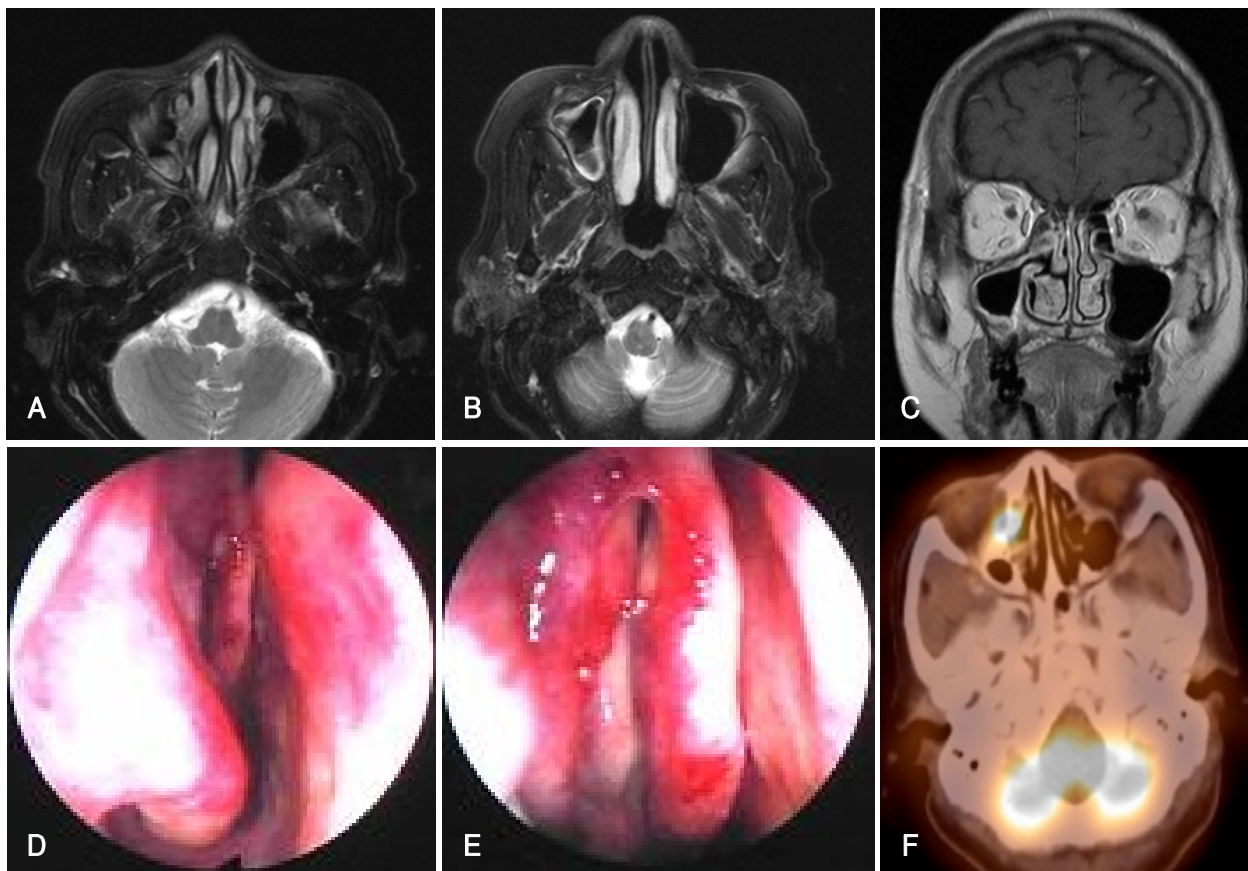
Paranasal MRI, endoscopic, and PET/CT findings at 14 days after operation. MRI (A, B and C) and endoscopy (D and E) show no evidence of remnant mass although MRI shows high signal intensity in the right maxillary sinus representing postoperative mucosal edema. However, axial PET/CT image (F) shows an area of increased FDG uptake (maximum SUV, 7.41) in the right agger nasi cell area. A and B: axial T2WI. C: coronal gadolinium-enhanced T1WI. PET/CT: positron emission tomography/computed tomography, FDG: fluorodeoxyglucose, SUV: standardized uptake value.
